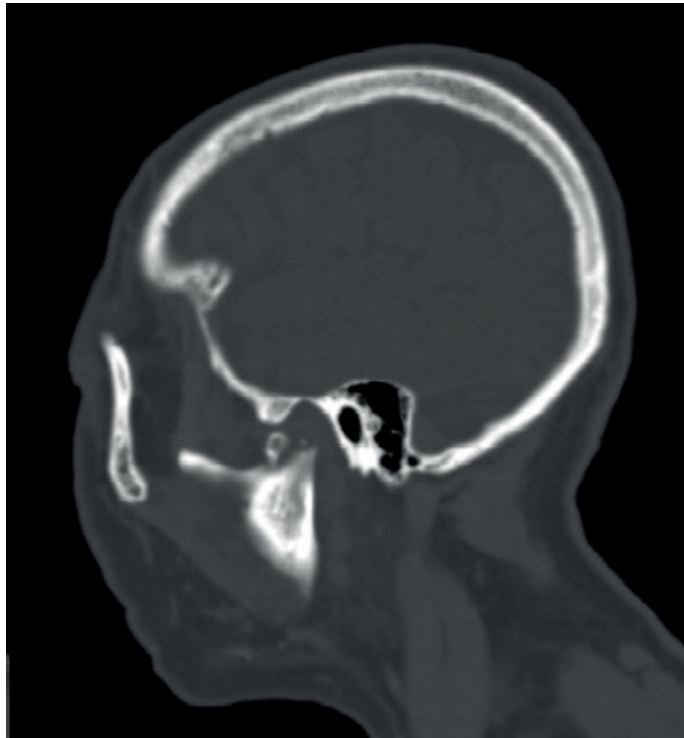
Tomografía computarizada en vista coronal en la que se aprecia una fractura del cuello del cóndilo derecho. (caso 2)
